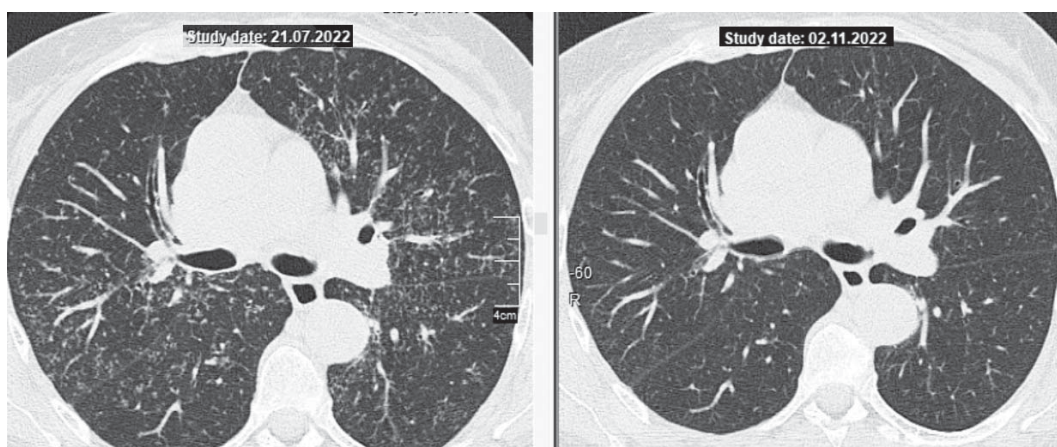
КТ ОГП пацієнтки Є. до та після проведення комбінованої терапії МТХ та ГХ
